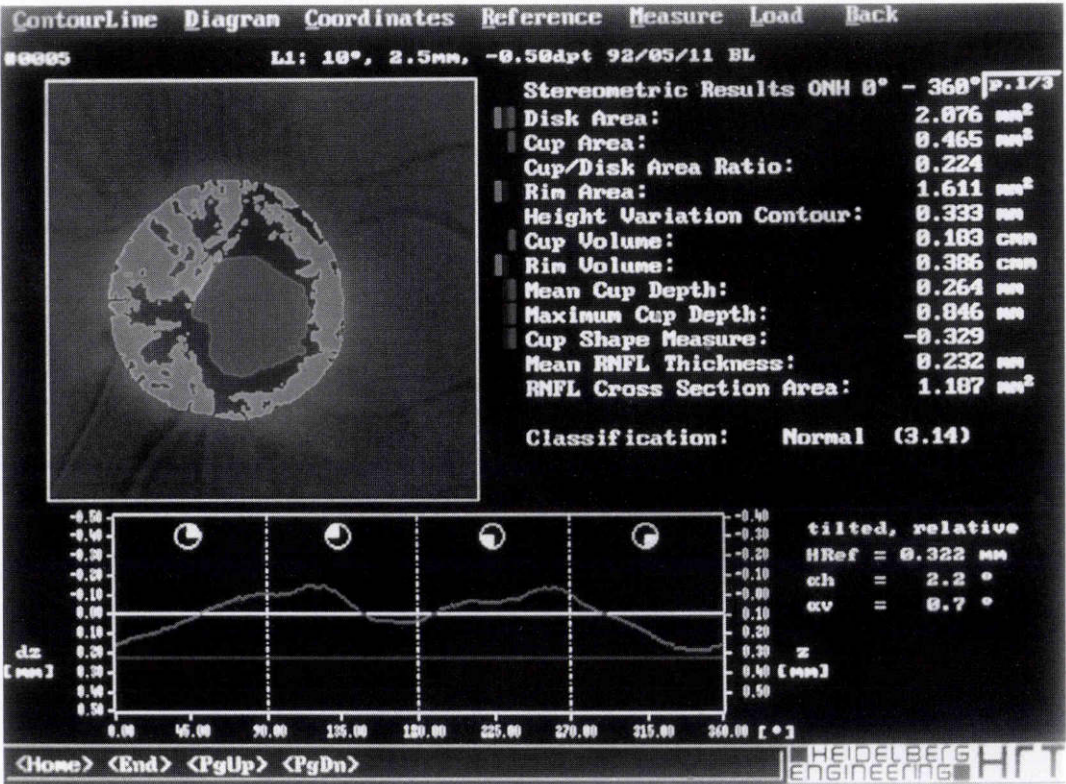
Heidelberg retina tomograph(HRT)の判定プログラム。
